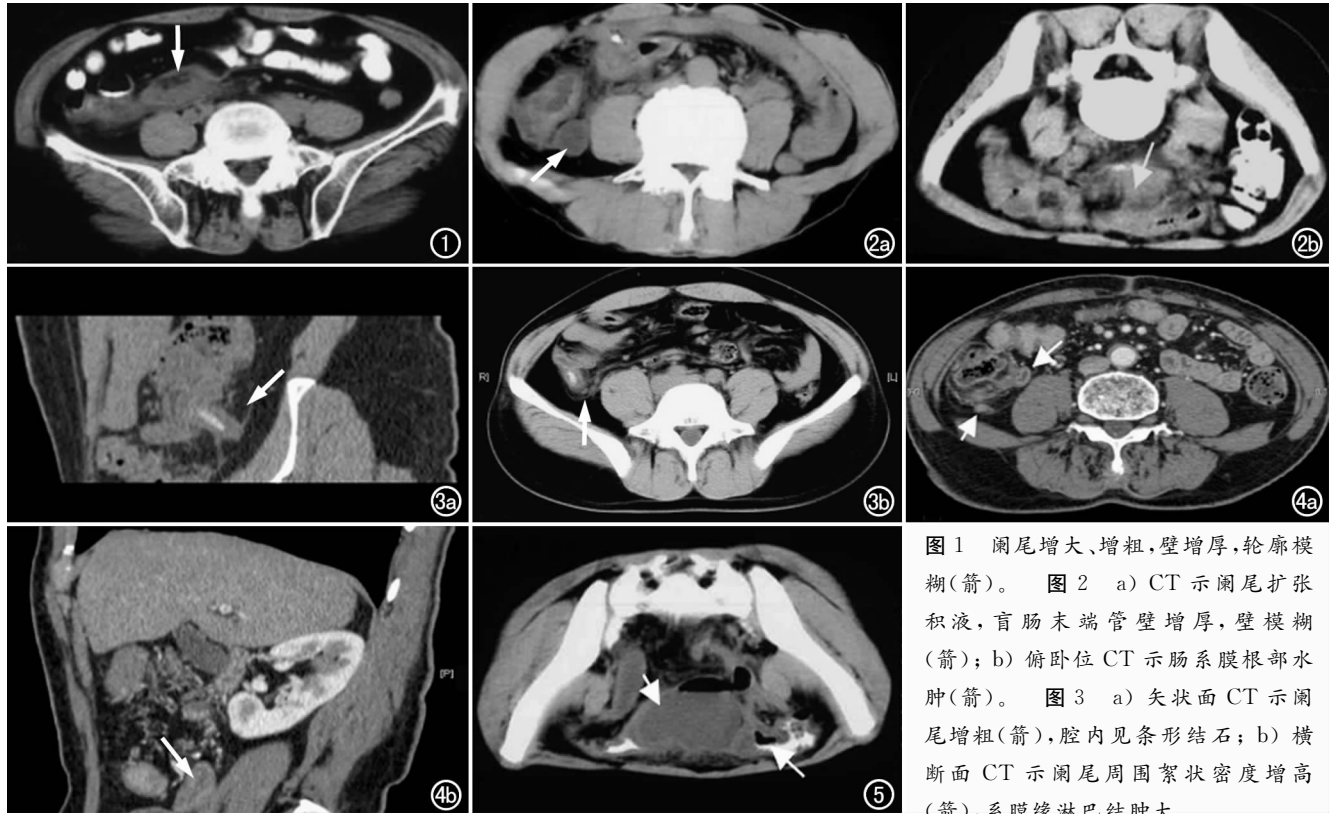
阑尾增大、增粗,壁增厚,轮廓模糊(箭)。图 2 a) CT 示阑尾扩张积液,盲肠末端管壁增厚,壁模糊(箭); b) 俯卧位 CT 示肠系膜根部水肿(箭)。图 3 a) 矢状面 CT 示阑尾增粗(箭),腔内见条形结石; b) 横断面 CT 示阑尾周围絮状密度增高(箭),系膜缘淋巴结肿大。
